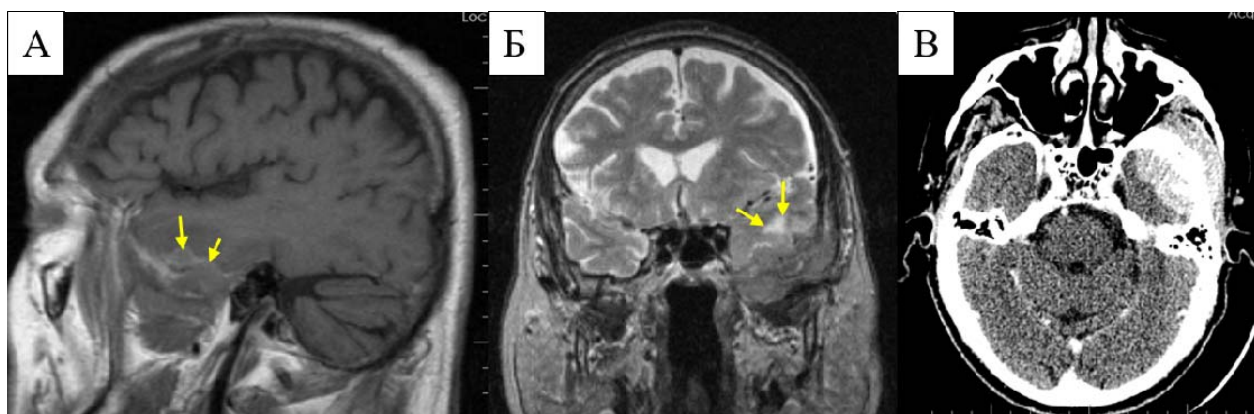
МРТ и КТ опухоли I типа (пациент К., метастаз рака простаты, контрольная группа). А - МРТ в режиме T1 с контрастным усилением (желтыми стрелками указано интрадуральный узел опухоли); Б - МРТ в режиме T2 (желтыми стрелками указан перифокальный отек мозговой ткани); В - КТ с контрастным усилением
